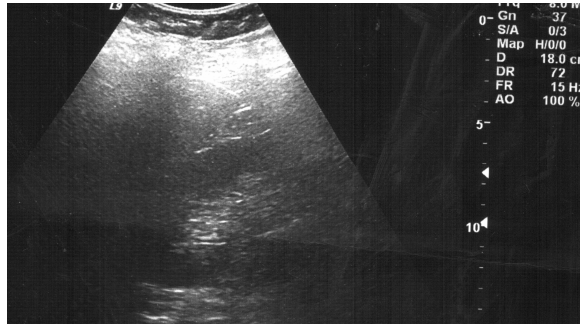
A.1 USG ve MRG’de karaciğer yağlanması olan vakaların karşılaştırılması
